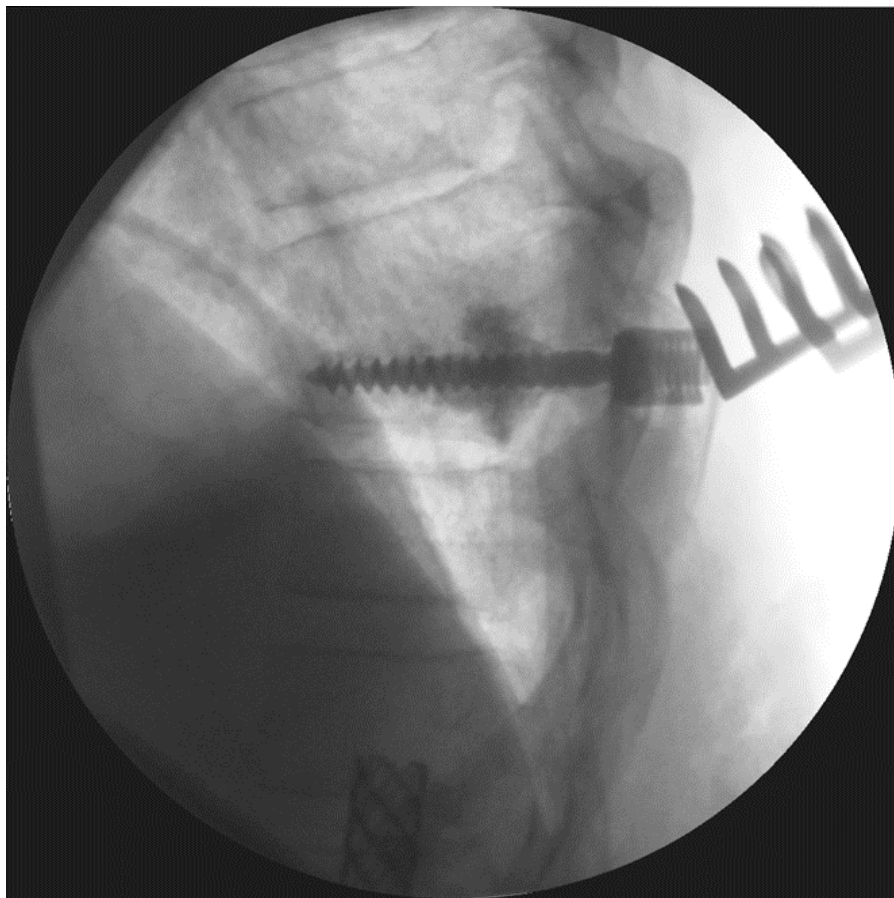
Интраоперационная рентгенограмма. В тело позвонка установлен винт.
